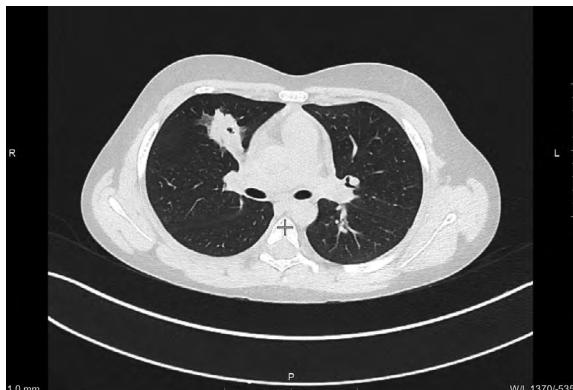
МСКТ-скан образования S3 правого легкого
